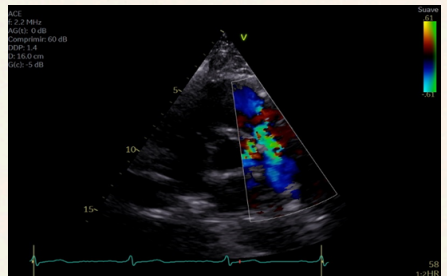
(ECOCARDIOGRAMA TRANSTORACICO): Se observa una vista paraesternal izquierda en eje corto a nivel de la válvula aórtica, donde se aprecia que a nivel de la arteria coronaria izquierda se fistuliza hacia arteria pulmonar, generando un Doppler color con shunt. VA: Válvula aórtica, AP: Arteria pulmonar, ACI: Arteria coronaria izquierda. En el ecocardiograma transtorácico Doppler (imagen 2), se apreció cavidades cardíacas de tamaño y geometría normales, grosor parietal conservado, función sistólica y diastólica preservada del ventrículo izquierdo (VI) FEVI: 70%, función sistólica preservada del ventrículo derecho TAPSE: 22mm, contractilidad segmentaria y global preservada del VI, insuficiencia mitral leve y resto del aparato valvular normal, probabilidad baja de hipertensión arterial pulmonar, ausencia de masas intracardíacas, pericardio y cavidad pericárdica normales, aparente ductus atípico vs fístula coronaria.
